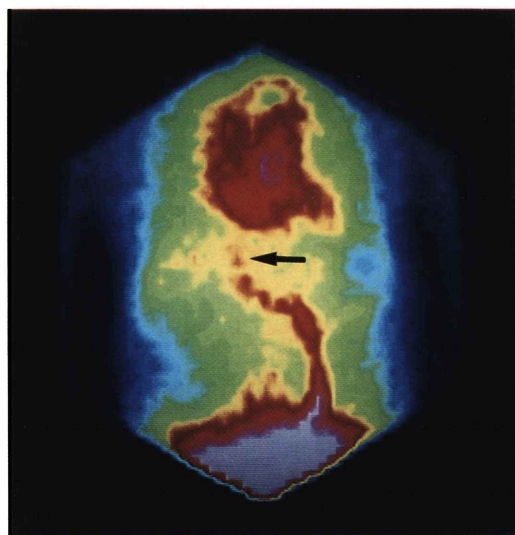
Per-rectal portal scintigram for case 3. Black arrow shows the shunt between superior mesenteric vein and inferior vena cava.
